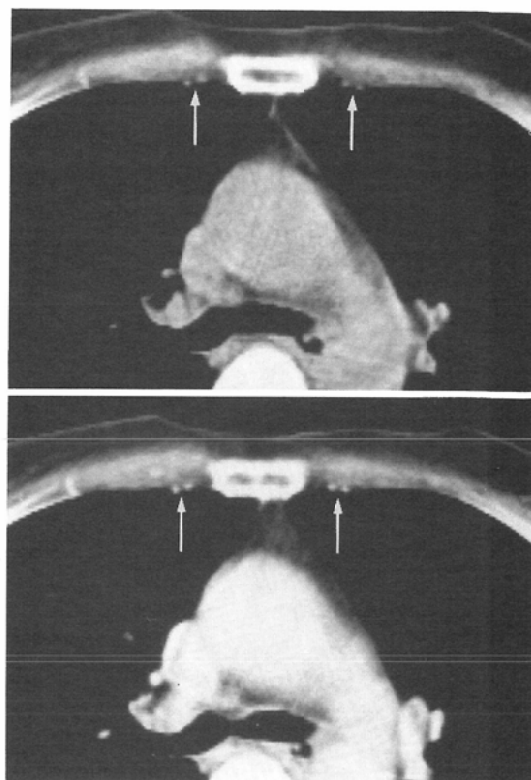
Internal mammary vessels (arrows) are clearly noted in pre-contrast CT image (upper). Following intravenous administration of contrast material (lower), the enhancement of these vessels are obtained, which is almost equivalent as that of thoracic aorta.
